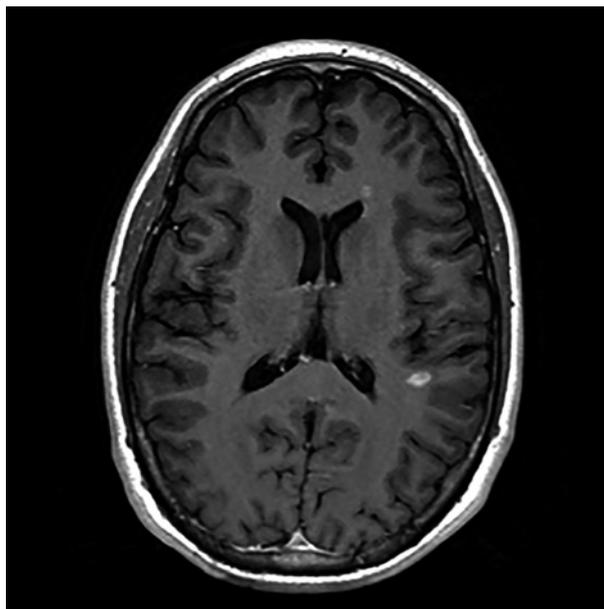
Imagen de RMN: corte axial ponderado en T1 que muestra una lesión de la materia blanca característica que presenta realce con contraste en un paciente con esclerosis múltiple.
